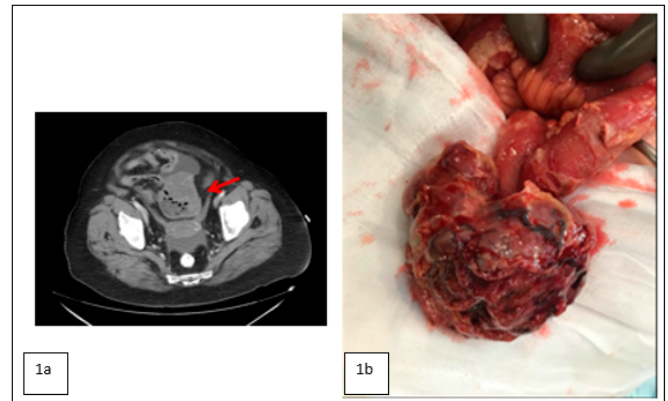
TAC abdominal: masa en yeyuno, burbujas de neumoperitoneo y líquido libre
